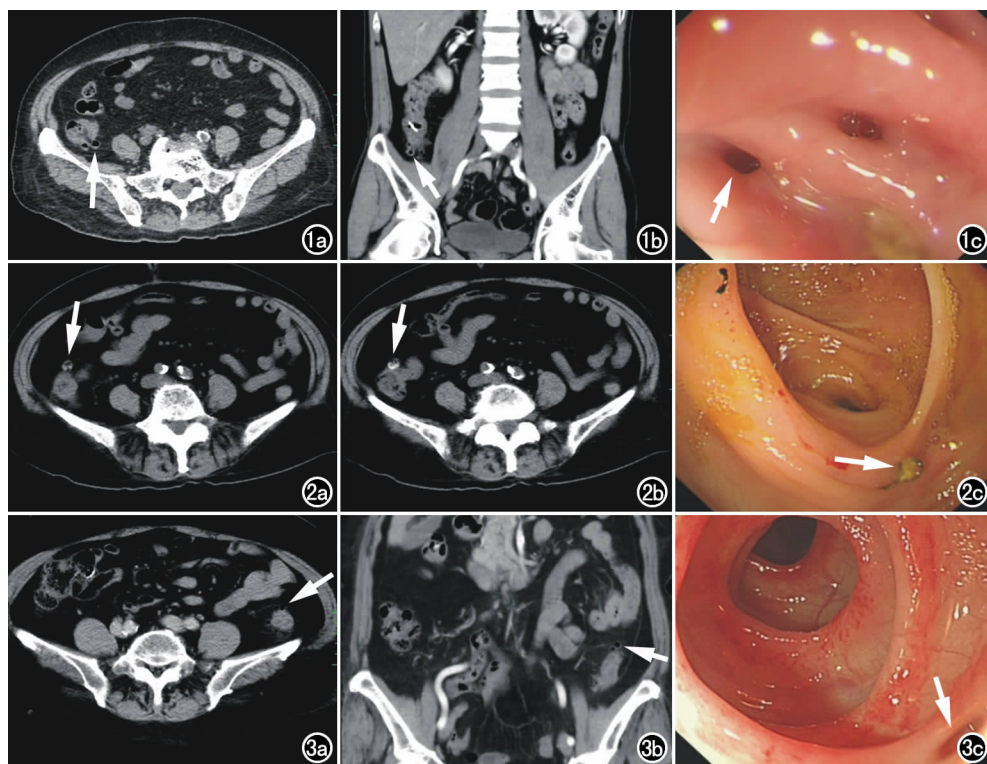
女,76 岁,升结肠多发憩室。a) 横轴面扫描示升结肠 2 个类圆形憩室(箭),突出于结肠轮廓外,直径 3.0~6.0 mm,内容物为气体; b) 冠状面重组示升结肠起始部 2 个小囊状突起(箭); c) 结肠镜示结肠多发憩室(箭),憩室口大小 6.0~7.0 mm,无嵌顿。图 2 男,66 岁,升结肠多发憩室。a) CT 横轴面平扫示升结肠起始部一囊状突起,直径 1.0 mm,其内小粪石充填(箭); b) 横轴面示升结肠起始部囊状突起更加清晰、连贯(箭),肠周脂肪间隙清晰; c) 结肠镜示结肠憩室(箭)。图 3 男,78 岁,降结肠多发憩室。a) CT 横轴面平扫示降结肠多发憩室,直径约 3.0 mm,内容物为气体(箭); b) CT 冠状面重组示病变降结肠周围脂肪间隙模糊,腹膜增厚(箭); c) 结肠镜示多发憩室形成,大小 2.0~3.0 mm,底部光滑,未见内容物(箭)。
